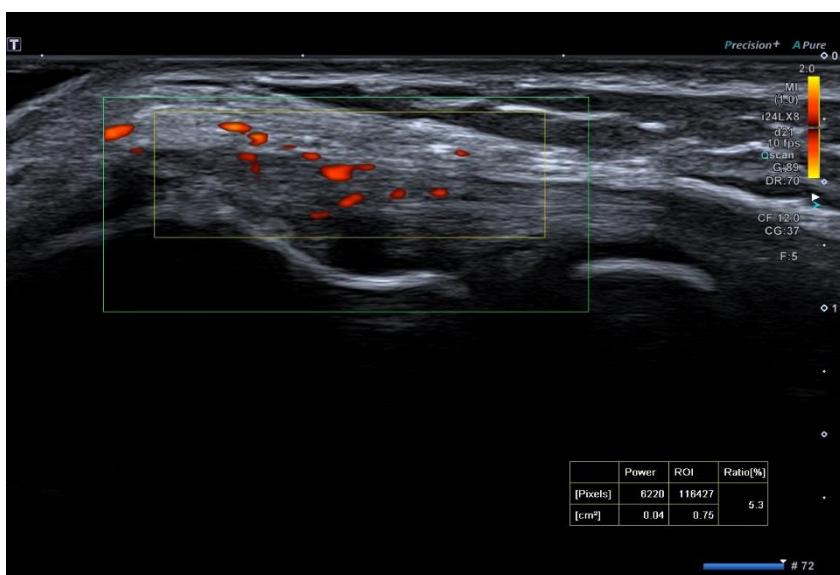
Dopplersonographische Darstellung der Neovaskularisation des rechten EB bei einem 49-jährigen Patienten
